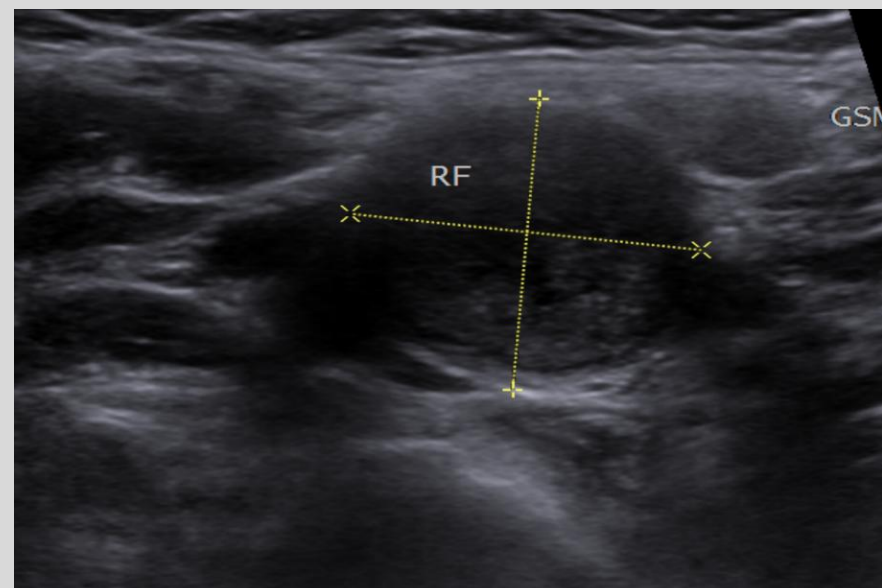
B-Mode Sonographie
